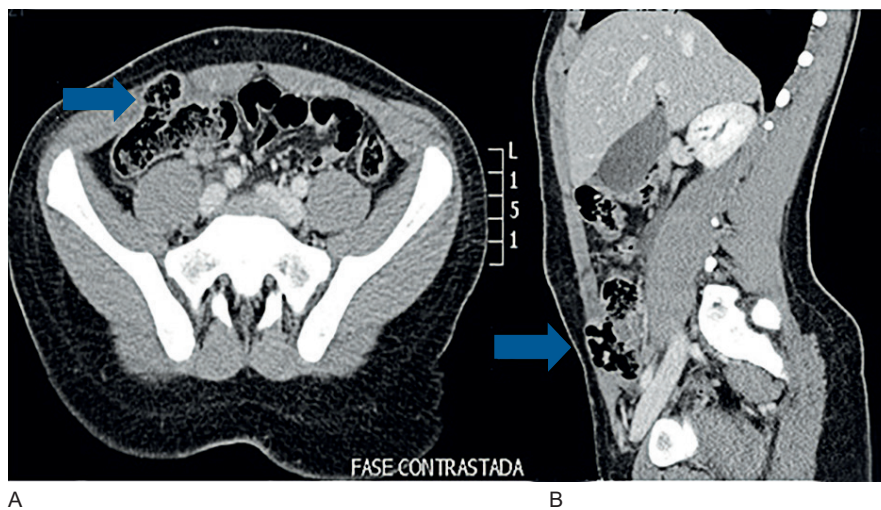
Tomografía abdominal en corte axial (A) y sagital (B) que diagnostica la hernia traumática de la pared abdominal. Las flechas indican el punto del defecto de la pared abdominal con herniación visceral. Fuente: servicio de radiología del hospital Pablo Tobón Uribe, Medellín, Colombia.
